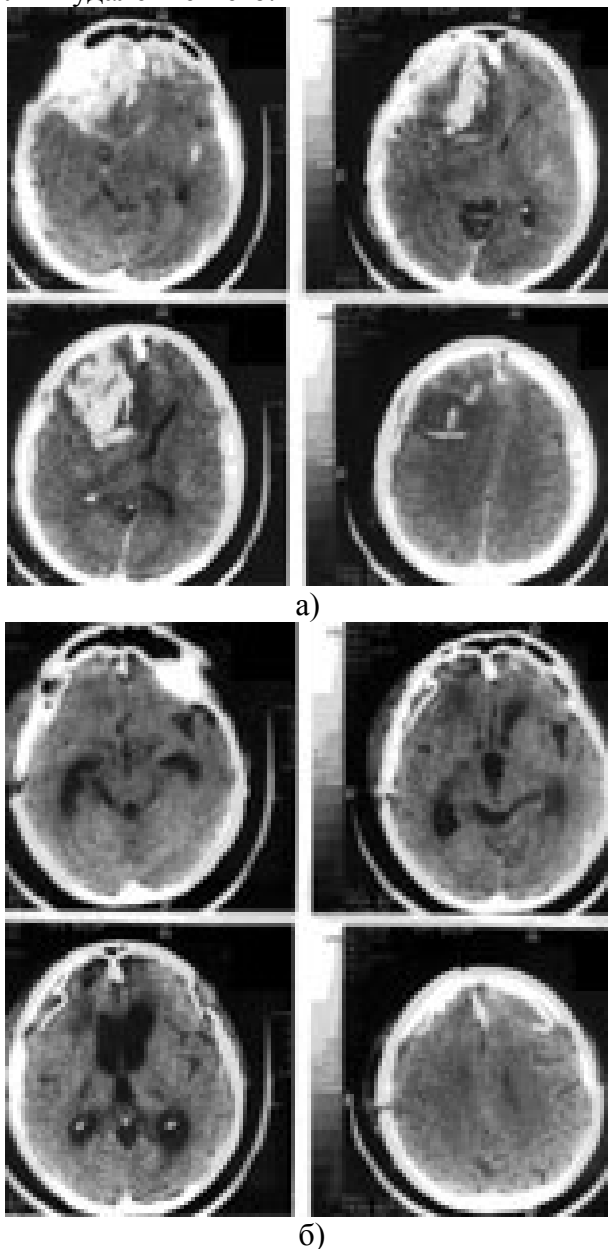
а) КТ больного с острой субдуральной гематомой и очагом ушиба мозга справа и острой субдуральной гематомой слева. б) КТ того же больного после операции - двусторонней костно-пластической трепанации черепа, гематомы удалены.
